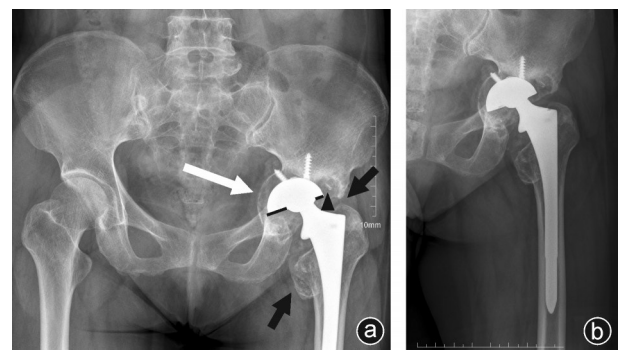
术前骨盆X线片 a:左髋Shenton线尚连续,Calve线变形,髋关节间隙变窄,髋关节腔假体周围不定型云雾状密度增高(黑箭头所示),髋臼杯周围呈溶骨样改变,臼杯松动越过髂坐线向盆腔内陷,外展角变小,臼杯外上方见斑片状高密度影(三角形所示),臼杯内上方见空泡状影(白箭头所示),金属球头在臼杯中的位置异常;b:股骨侧假体与髓腔内壁之间未见明显透亮线,未见明显松动轨迹
